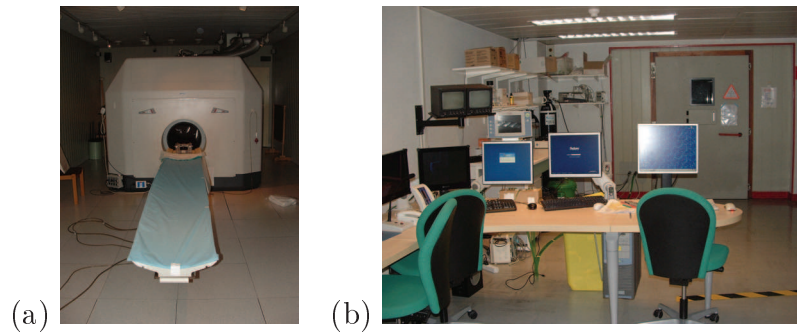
Système RMN (a) Système RMN 3 teslas du SHFJ (b) Salle de pilotage de l'imageur 3T
